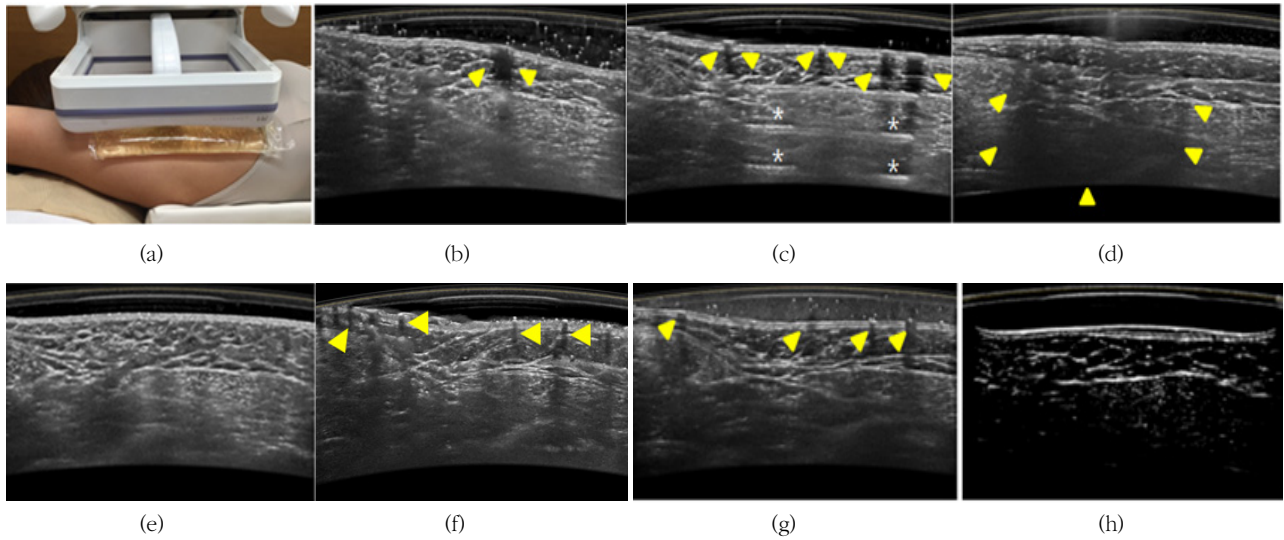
Clinical application of ABUS (a) gel pad applied to axilla for automated breast ultrasound (b) aloe gel (c) ultrasonic gel (d) enveloped carageenan (e) unenveloped solidified carageenan (f) distilled water (g) ABUS lotion (h) standoff gel pad
